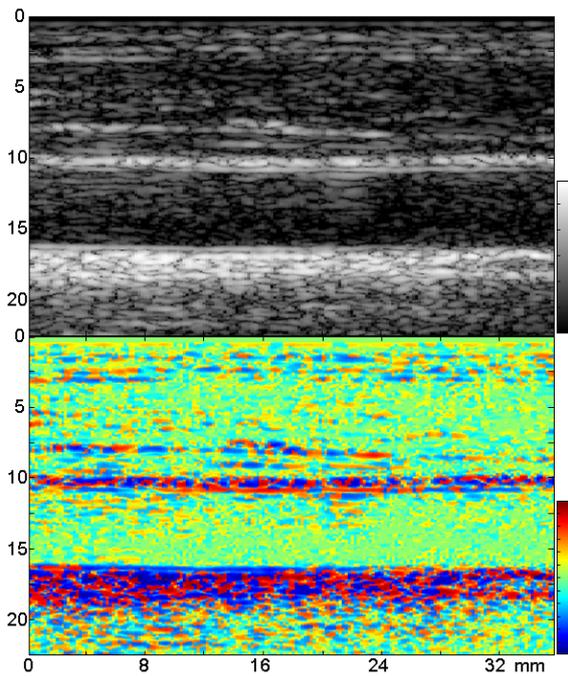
健常な頸動脈壁の符号付エコー像（中方位分解能像）
